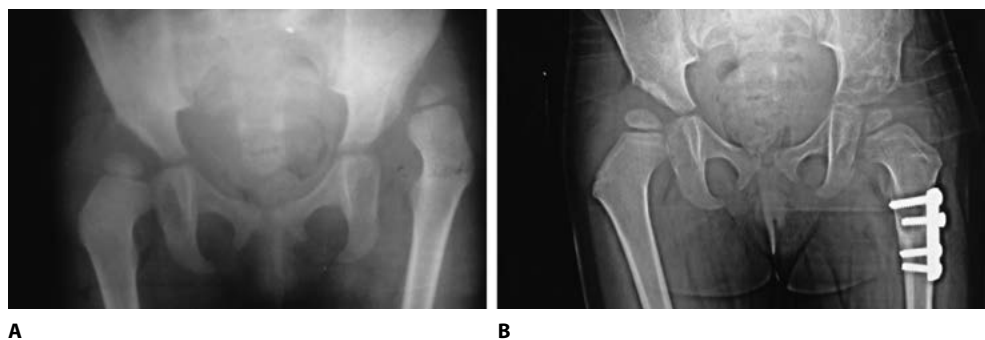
(A) Preoperative radiograph of 2.5 years old girl with left side DDH. (B) Same patient after 1 year follow-up of Dega osteotomy and femoral shorting
